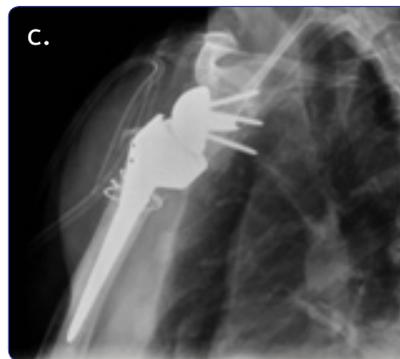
a), b) y c) Radiografías de una mujer de 82 años de edad con fractura de húmero proximal compleja a quien se le implantó una prótesis reversa necesitando además un cerclaje de alambre en la metáfisis humeral proximal por extensión de la fractura a la diáfisis y un espaciador humeral proximal por inestabilidad en la reducción inicial. Esta paciente no completó el seguimiento por cambio de domicilio.
